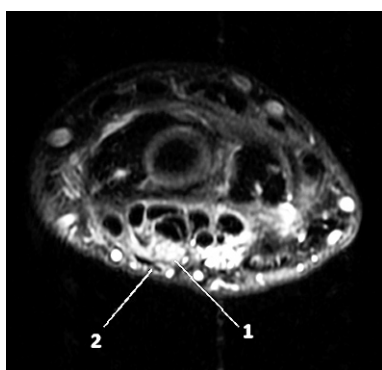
Данные МРТ правого запястного канала: 1 – срединный нерв; 2 – отёк и утолщение волярной связки
